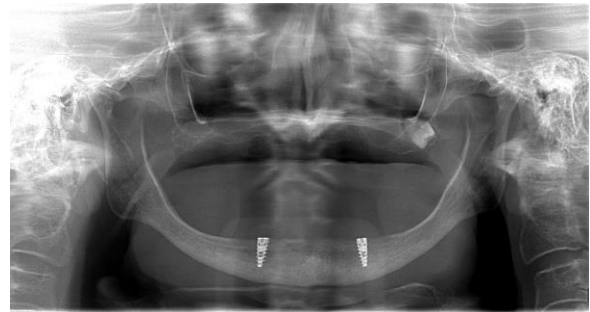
Ortopantomografía donde se observan los implantes colocados
